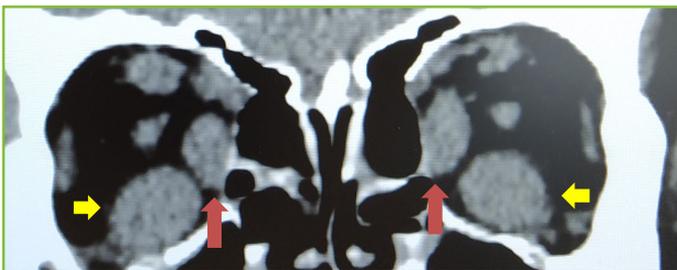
Tomografía axial computarizada orbitaria. Se observan ambos músculos rectos inferiores (flechas amarillas) y ambos rectos medios (flechas rojas) engrosados.
